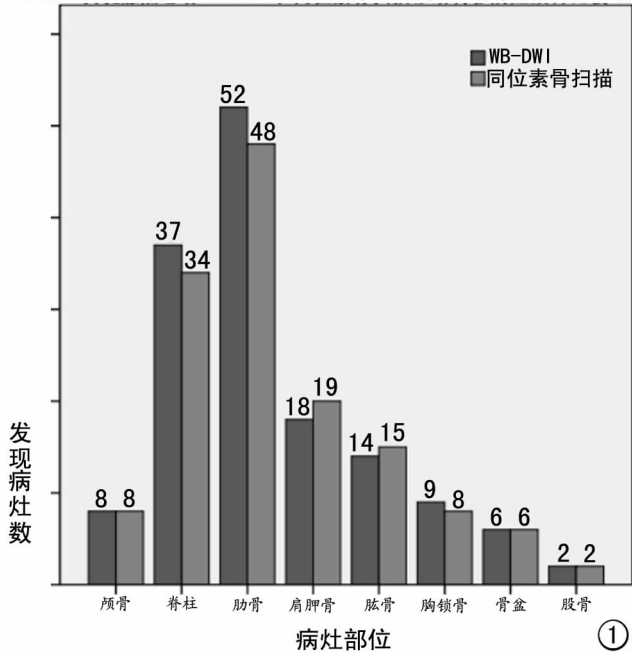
40 例乳腺癌患者 WB-DWI 和同位素骨扫描诊断转移病灶数目比较。
